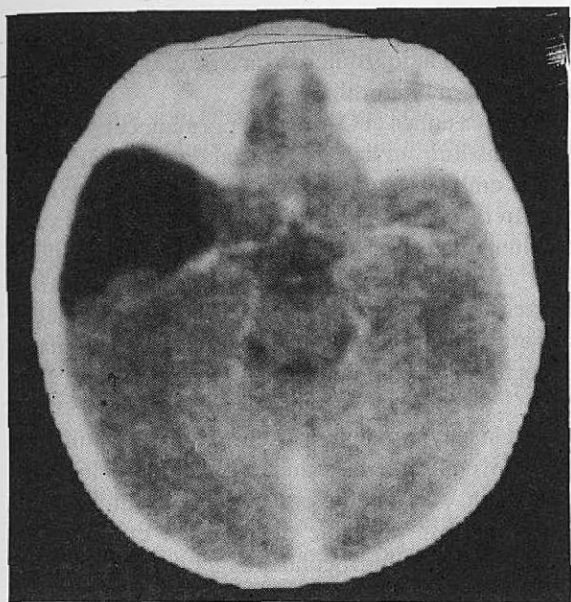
Tomografía computada del caso 7, que muestra imagen quística de mediano tamaño en región temporal izquierda. Obsérvese el abombamiento de la escama del temporal.
